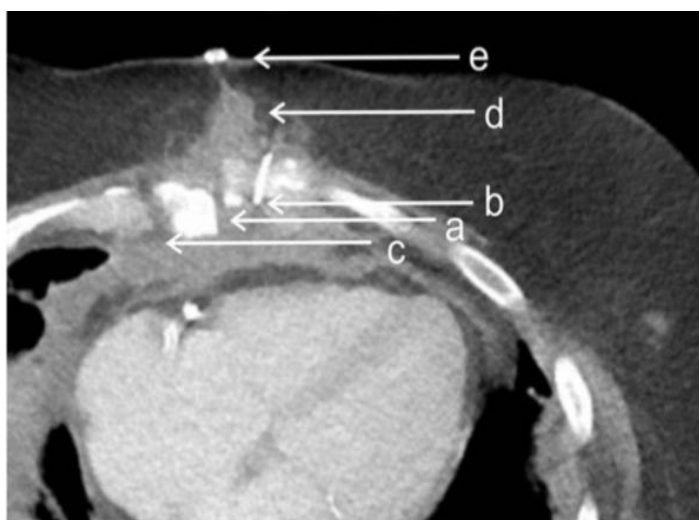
рентгенологическая картина глубокого стерномедиастинита в аксиальной проекции на этапе предоперационной подготовки у пациента группы 1
